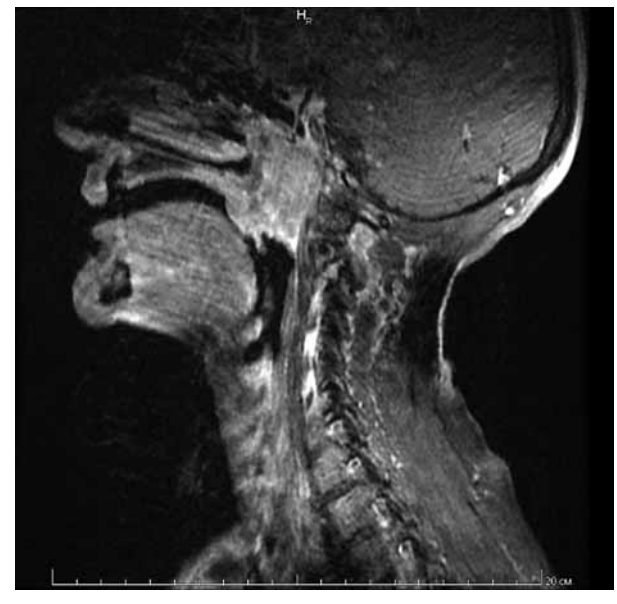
МРТ головы и шеи с одномоментным контрастированием.
